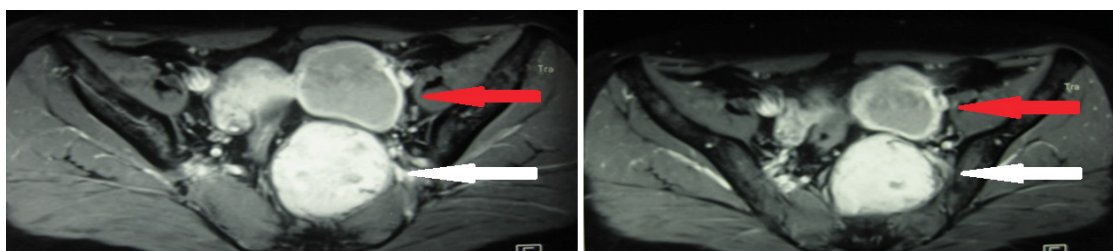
Tomografía computarizada donde se observa la lesión tumoral presaca (flecha blanca) y la lesión quística anexial izquierda (flecha roja).
